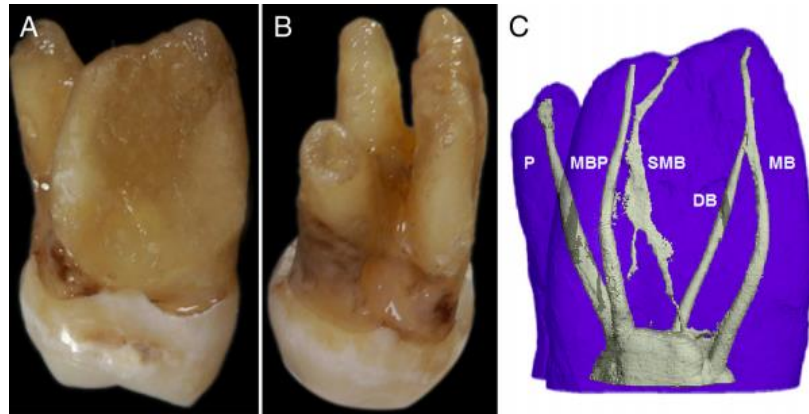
(A) Uma fotografia mostrando uma ampla dimensão radicular (B) Um palatino vista mostrando as 3 raízes. (C) Uma tomografia micro computadorizada do mesmo dente mostrando a configuração do canal radicular (adaptado de Ahmad & Al-Jadaa, 2014)
